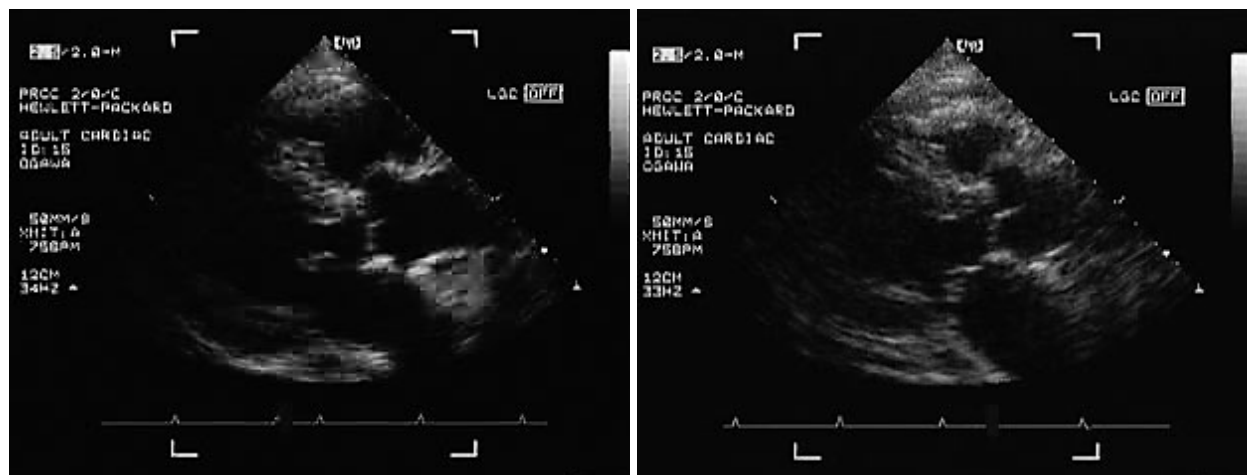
Time course of echocardiography
